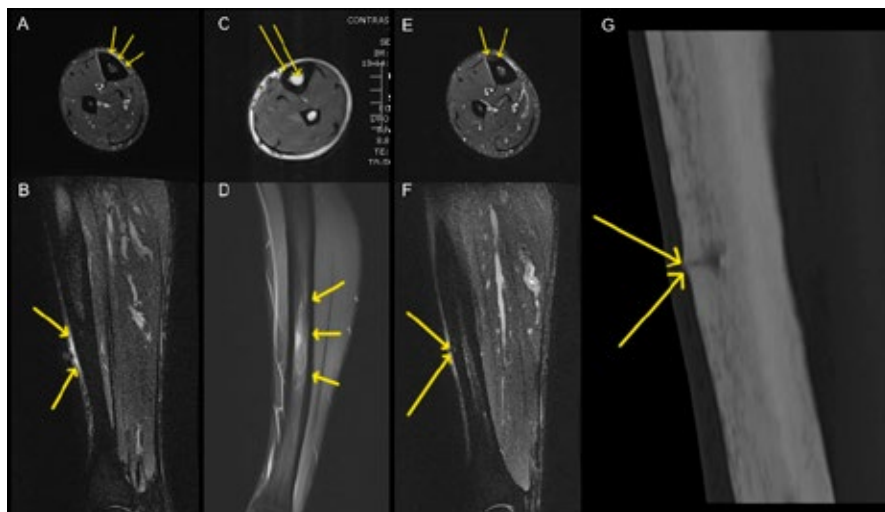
Fredericson lesão grau 1: A (axial) e B (lateral) RMN da tíbia com edema periósseo visível (setas amarelas), sem alterações da medula óssea ou da cortical. Fredericson lesão grau 2: sem alterações em T1 (2 setas brancas) (C) mas edema da medula óssea em STIR (3 setas brancas) sem alterações na cortical (D). Fredericson lesão grau 4b – Axial (E) e corte sagital (F) com alterações periósseo, medula óssea e cortical (setas amarelas) incluindo fratura linear que também é visível na TC (setas amarelas) (G)⁴²
